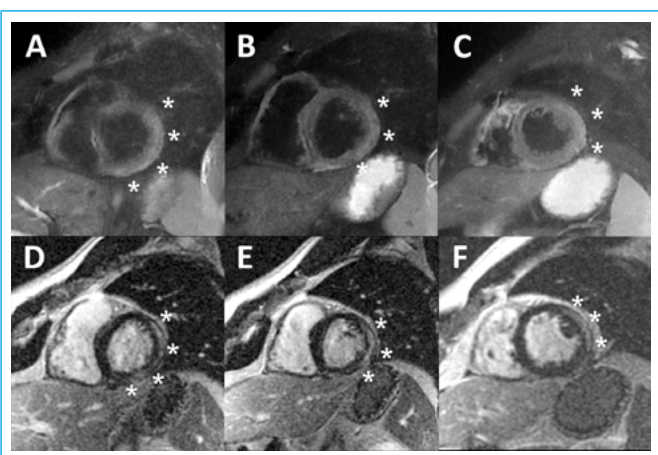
Cardio-RM. Imágenes de eje corto en secuencia de sangre negra potenciada en T2 (A, B, C) y de realce tardío (D, E, F). Las imágenes de cada columna corresponden al mismo nivel anatómico. En las imágenes de sangre negra la pared lateral del VI aparece con un color gris más claro que el resto de segmentos (zona marcada por los asteriscos) por edema. En las zonas de edema también existe realce tardío (de nuevo marcado por asteriscos)
